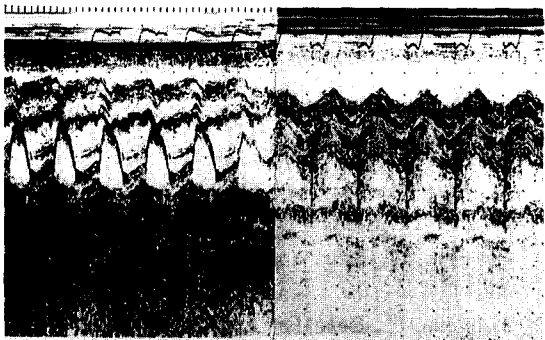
Postoperative echocardiographic finding (parasternal long axis view, M-mode)
